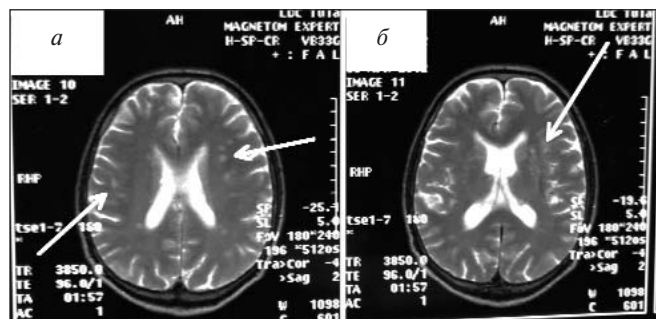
МРТ головного мозга пациента Н. в возрасте 60 лет (а, б); пациент перенес два ишемических инсульта, регулярно не принимает антигипертензивную терапию, курит. Стрелками обозначены множественные сосудистые очаги в белом и сером веществе головного мозга. По данным анамнеза, в возрасте 60 лет пациент, возможно, имел легкие ПКН
